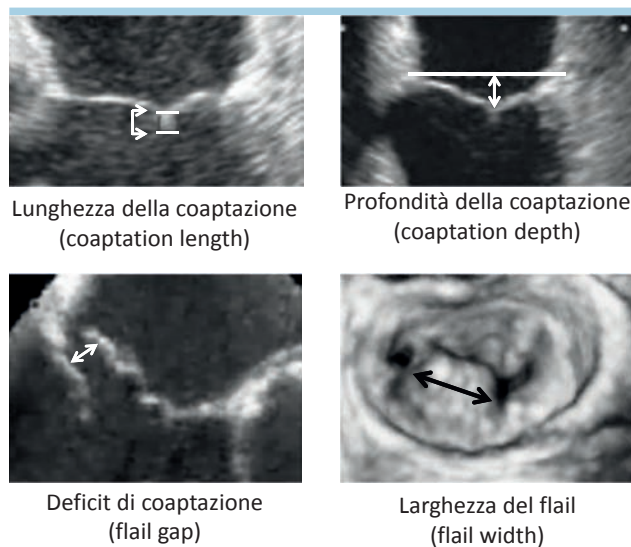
Parametri valutabili in funzione dell'impianto di MitraClip[®]. L'immagine in basso a destra è una visualizzazione ecocardiografica tridimensionale di tipo "chirurgico" della valvola mitrale.
